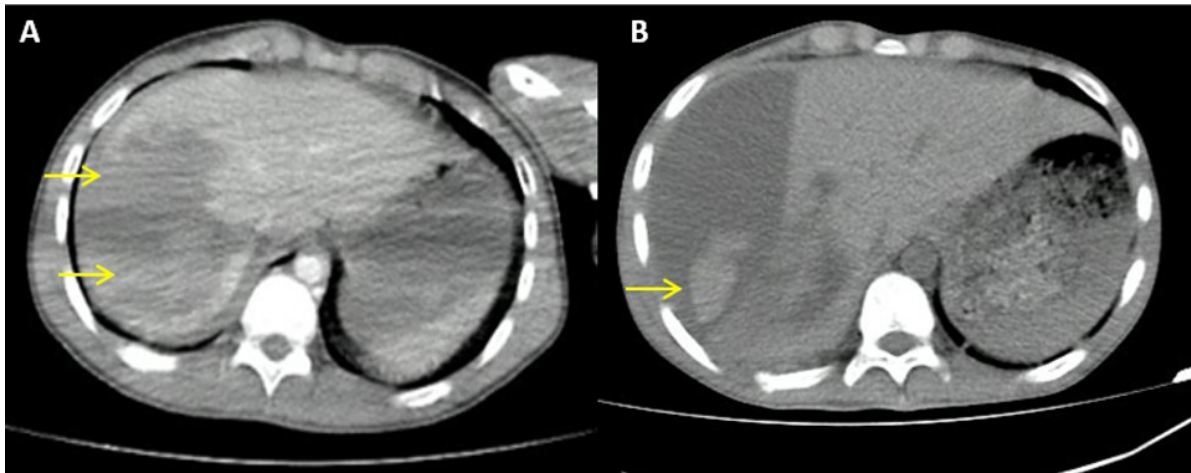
Tomografía computada abdominal. A. Preoperatoria. Flechas señalan área de laceración hepática y hematoma subcapsular. B. Postoperatoria. La flecha señala área de resangrado.
